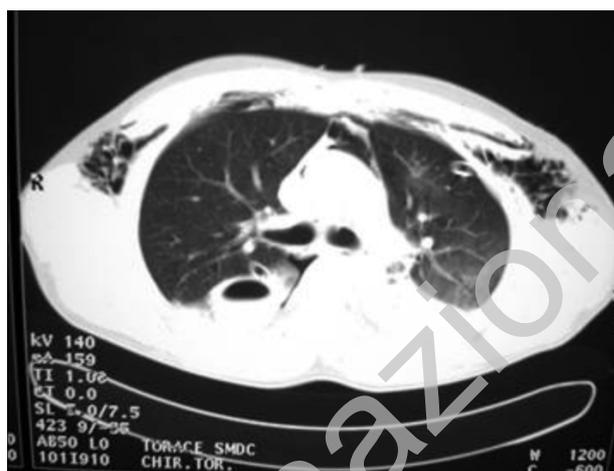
Il controllo TC a 7 giorni dal trauma rileva comparsa di livello idroaereo in corrispondenza dello pneumatocele destro e di numerose piccole lesioni similcistiche nel polmone sinistro, risoluzione dello pneumotorace bilaterale e riduzione dello pneumomediastino e dell'enfisema sottocutaneo.
